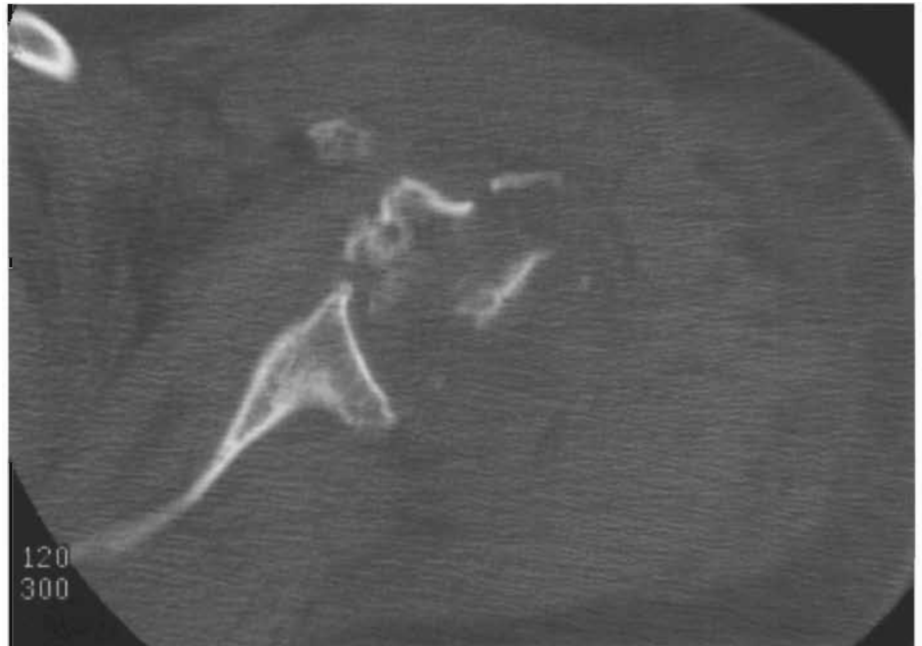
Imagen de TC. Dicha técnica de diagnóstico por imagen es de gran ayuda en la definición de la complejidad de las fracturas proximales del húmero.
